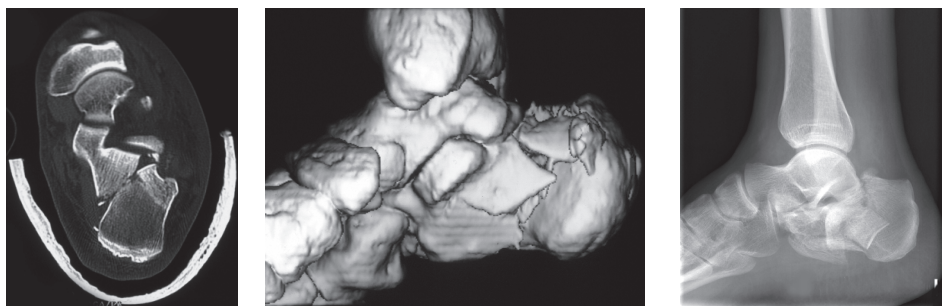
Fractura do calcâneo. Reconstrução tridimensional (TAC).
